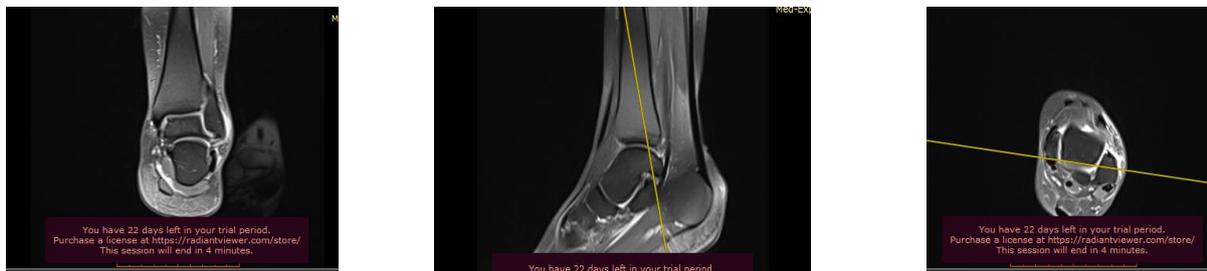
МРТ голеностопного сустава, T2-взвешенные 3Э изображения в сагиттальной плоскости с последующей МРЯ реконструкцией
